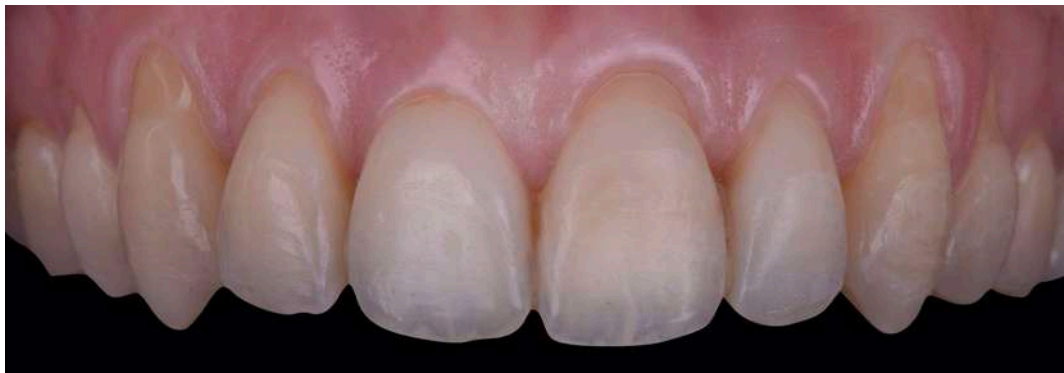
a Situation initiale : récessions multiples avec présence de TK supérieur à 2 mm.
